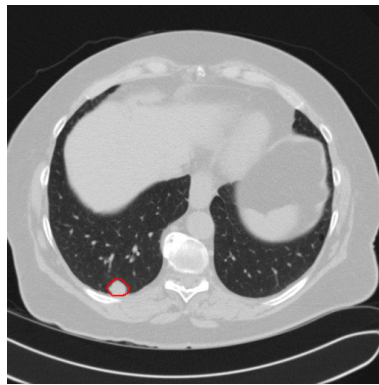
Exemplo de marcação em uma fatia TC.
